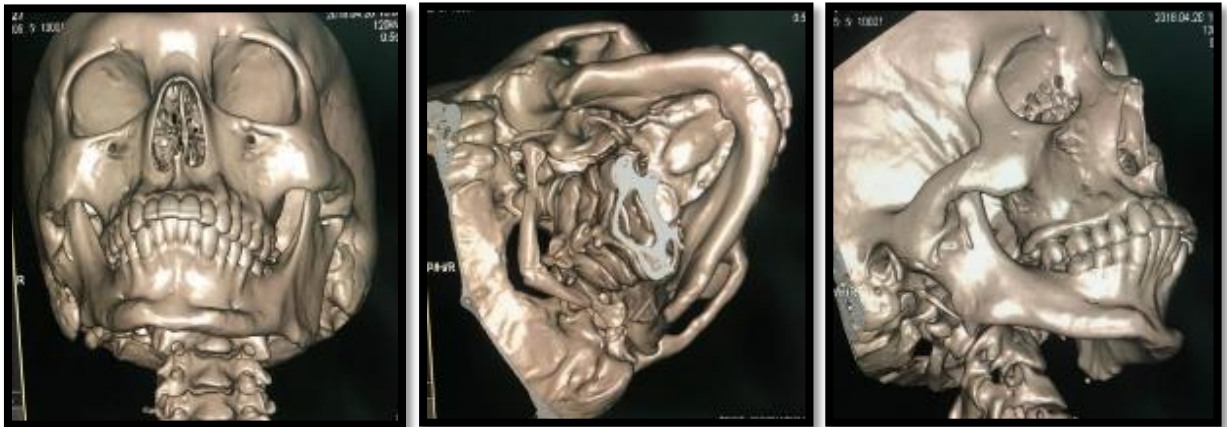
Tomografia Computadorizada mostrando imagens sugestivas de adesão óssea anormal na região da ATM direita. Sendo o diagnóstico anquilose óssea da articulação temporomandibular direita
